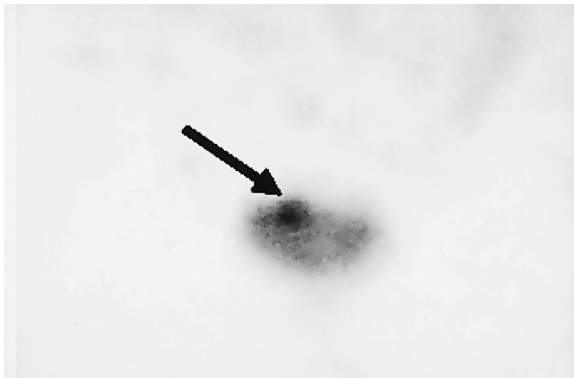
MIBG scintigraphy (24hr later) showed abnormal accumulation in the bladder (arrow).
